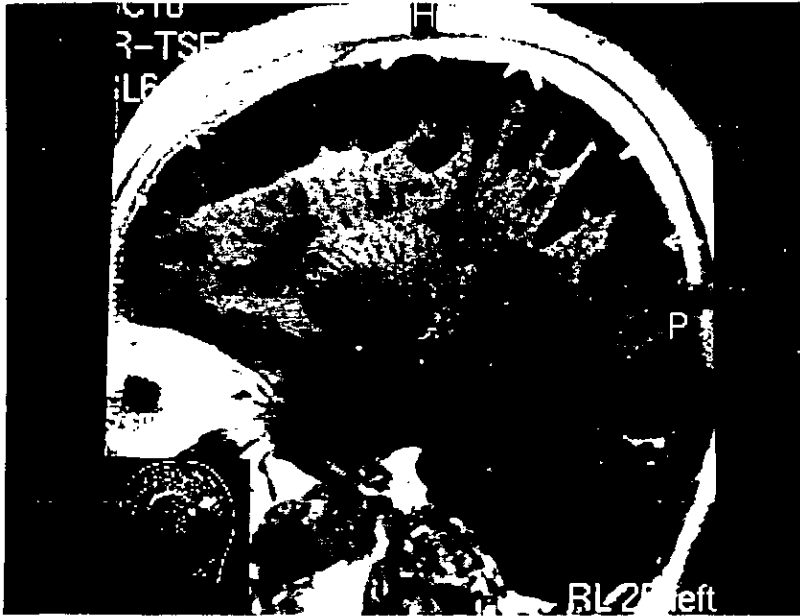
Estudio de RMN de cabeza. Inversión-recuperación con TR 1738, TE 18. Corte sagital donde se observan múltiples lesiones hipointensas, en sustancia blanca.
